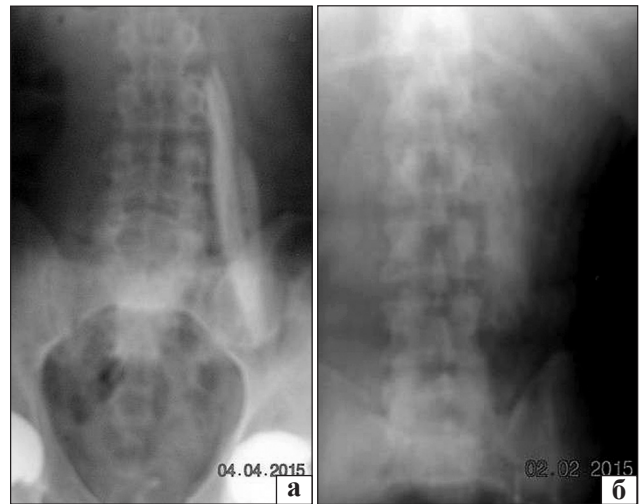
Рентгенограми поперекового відділу хребта: а) рівномірне поширення контрасту вздовж хребта, у нижньому куті — тінь ендопротезу; б) переважне накопичення контрасту на рівнях L_{III} та L_{IV}
